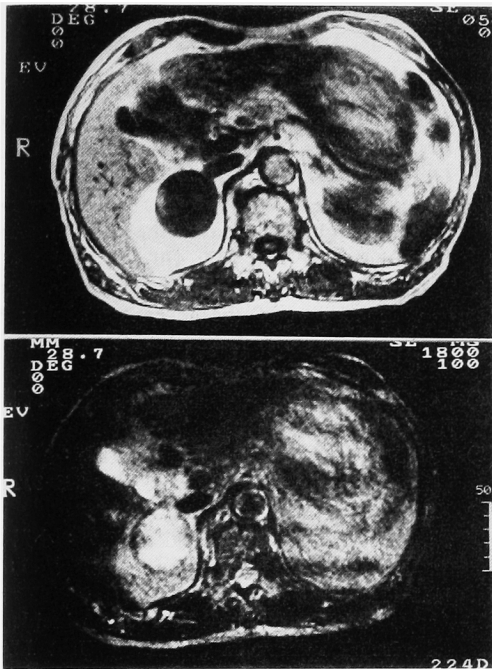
Magnetic resonance image of case 2 demonstrates a right adrenal lesion. T1-weighted image (above) shows low signal intensity mass. T2-weighted image (below) shows high signal intensity mass.
